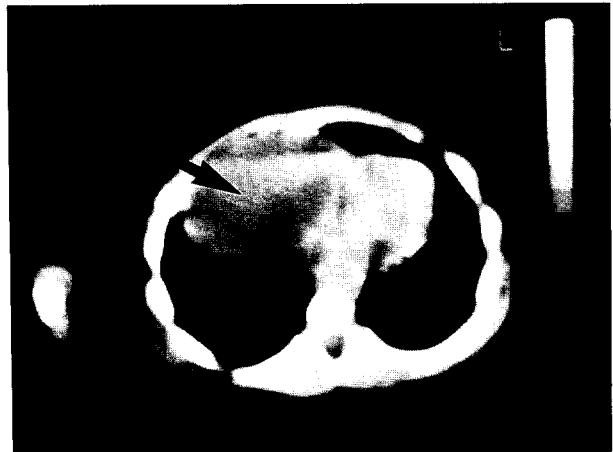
Chest CT scan shows a large tumor at anterior mediastinum compressing the heart (arrow).
